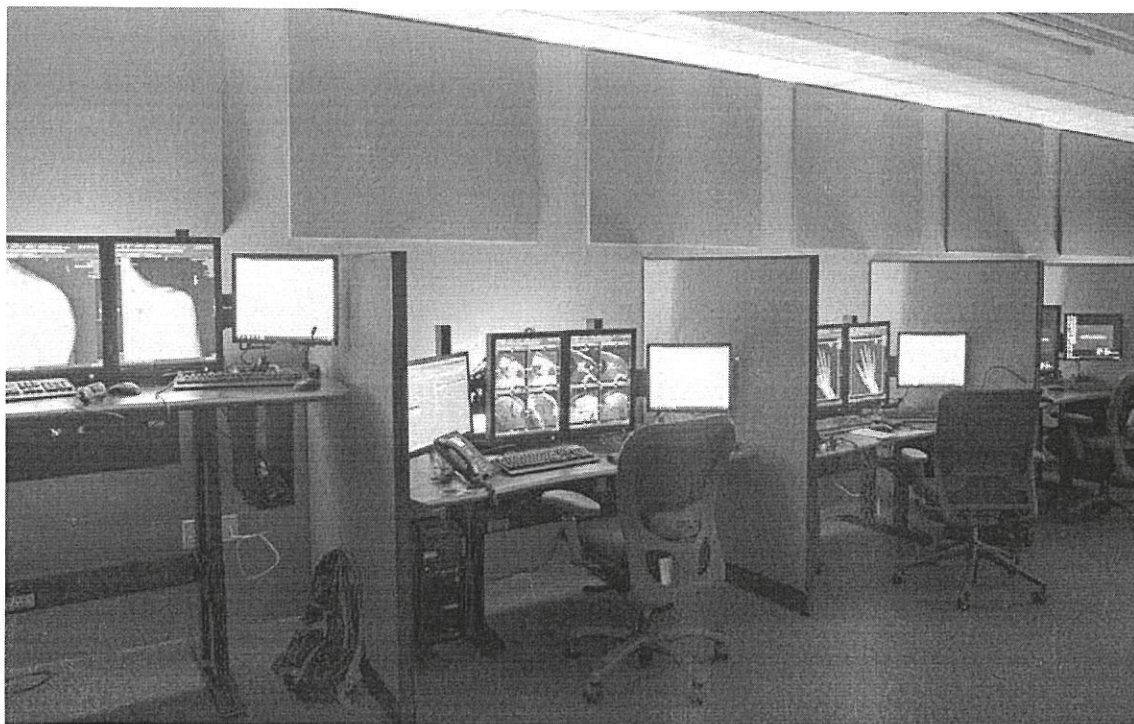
Пример организации рабочего места врача-рентгенолога с применением звукоизоляционных перегородок
